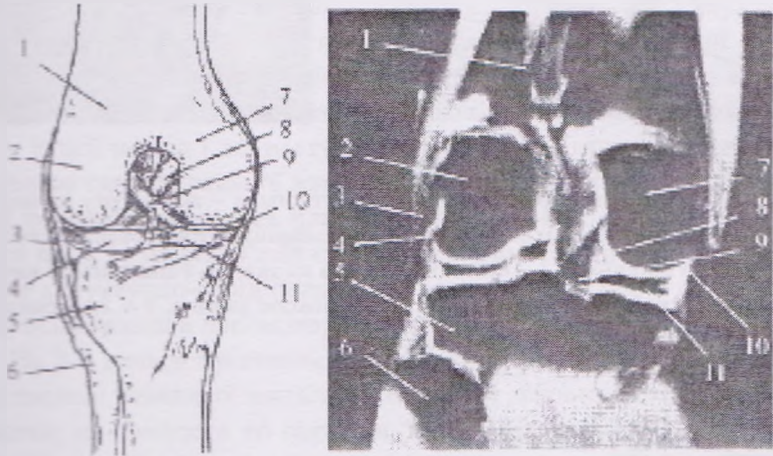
Деякі елементи правого колінного суглоба (вид спереду): а - вид спереду; б - магніторезонансна томографія суглоба (коронарна площина); 1 - стегнова кістка; 2 - зовнішній виросток стегна; 3 - зовнішня бокова зв'язка; 4 - зовнішній меніск; 5 - великогомілкова кістка; 6 - малогомілкова кістка; 7 - внутрішній виросток стегна; 8 - задня хрестоподібна зв'язка; 9 - передня хрестоподібна зв'язка; 10 - внутрішня бокова зв'язка; 11 - внутрішній меніск
